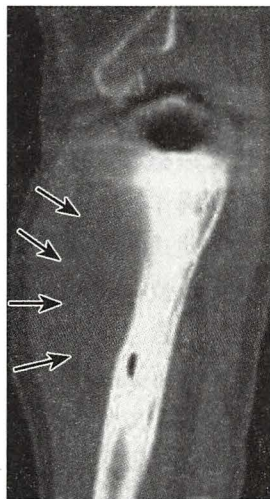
X线平片见骨密质增生和大片浓白阴影。骨干可以增粗
